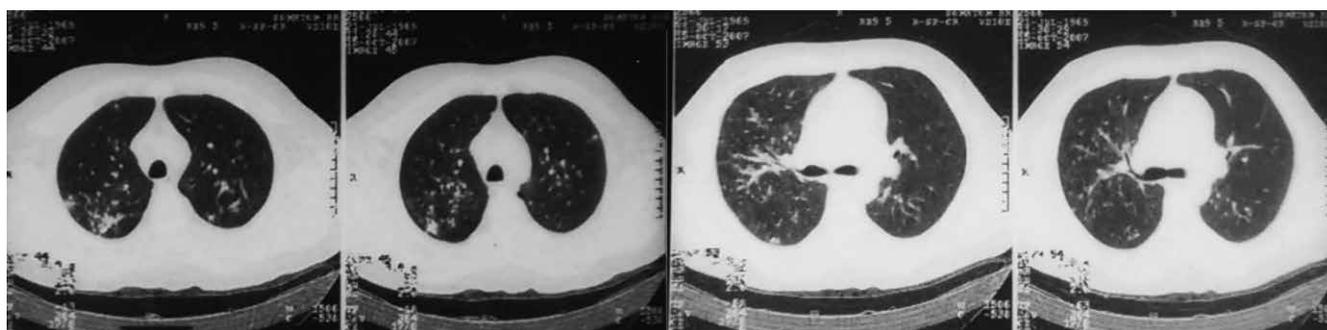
СКТ грудной полости пациента Г.В. от 15.10.2007 г.
